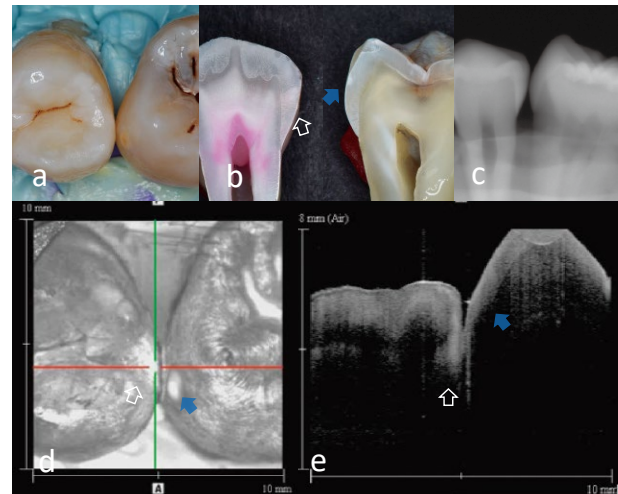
OCT image and X-ray image of enamel demineralization for interproximal surface³⁾
